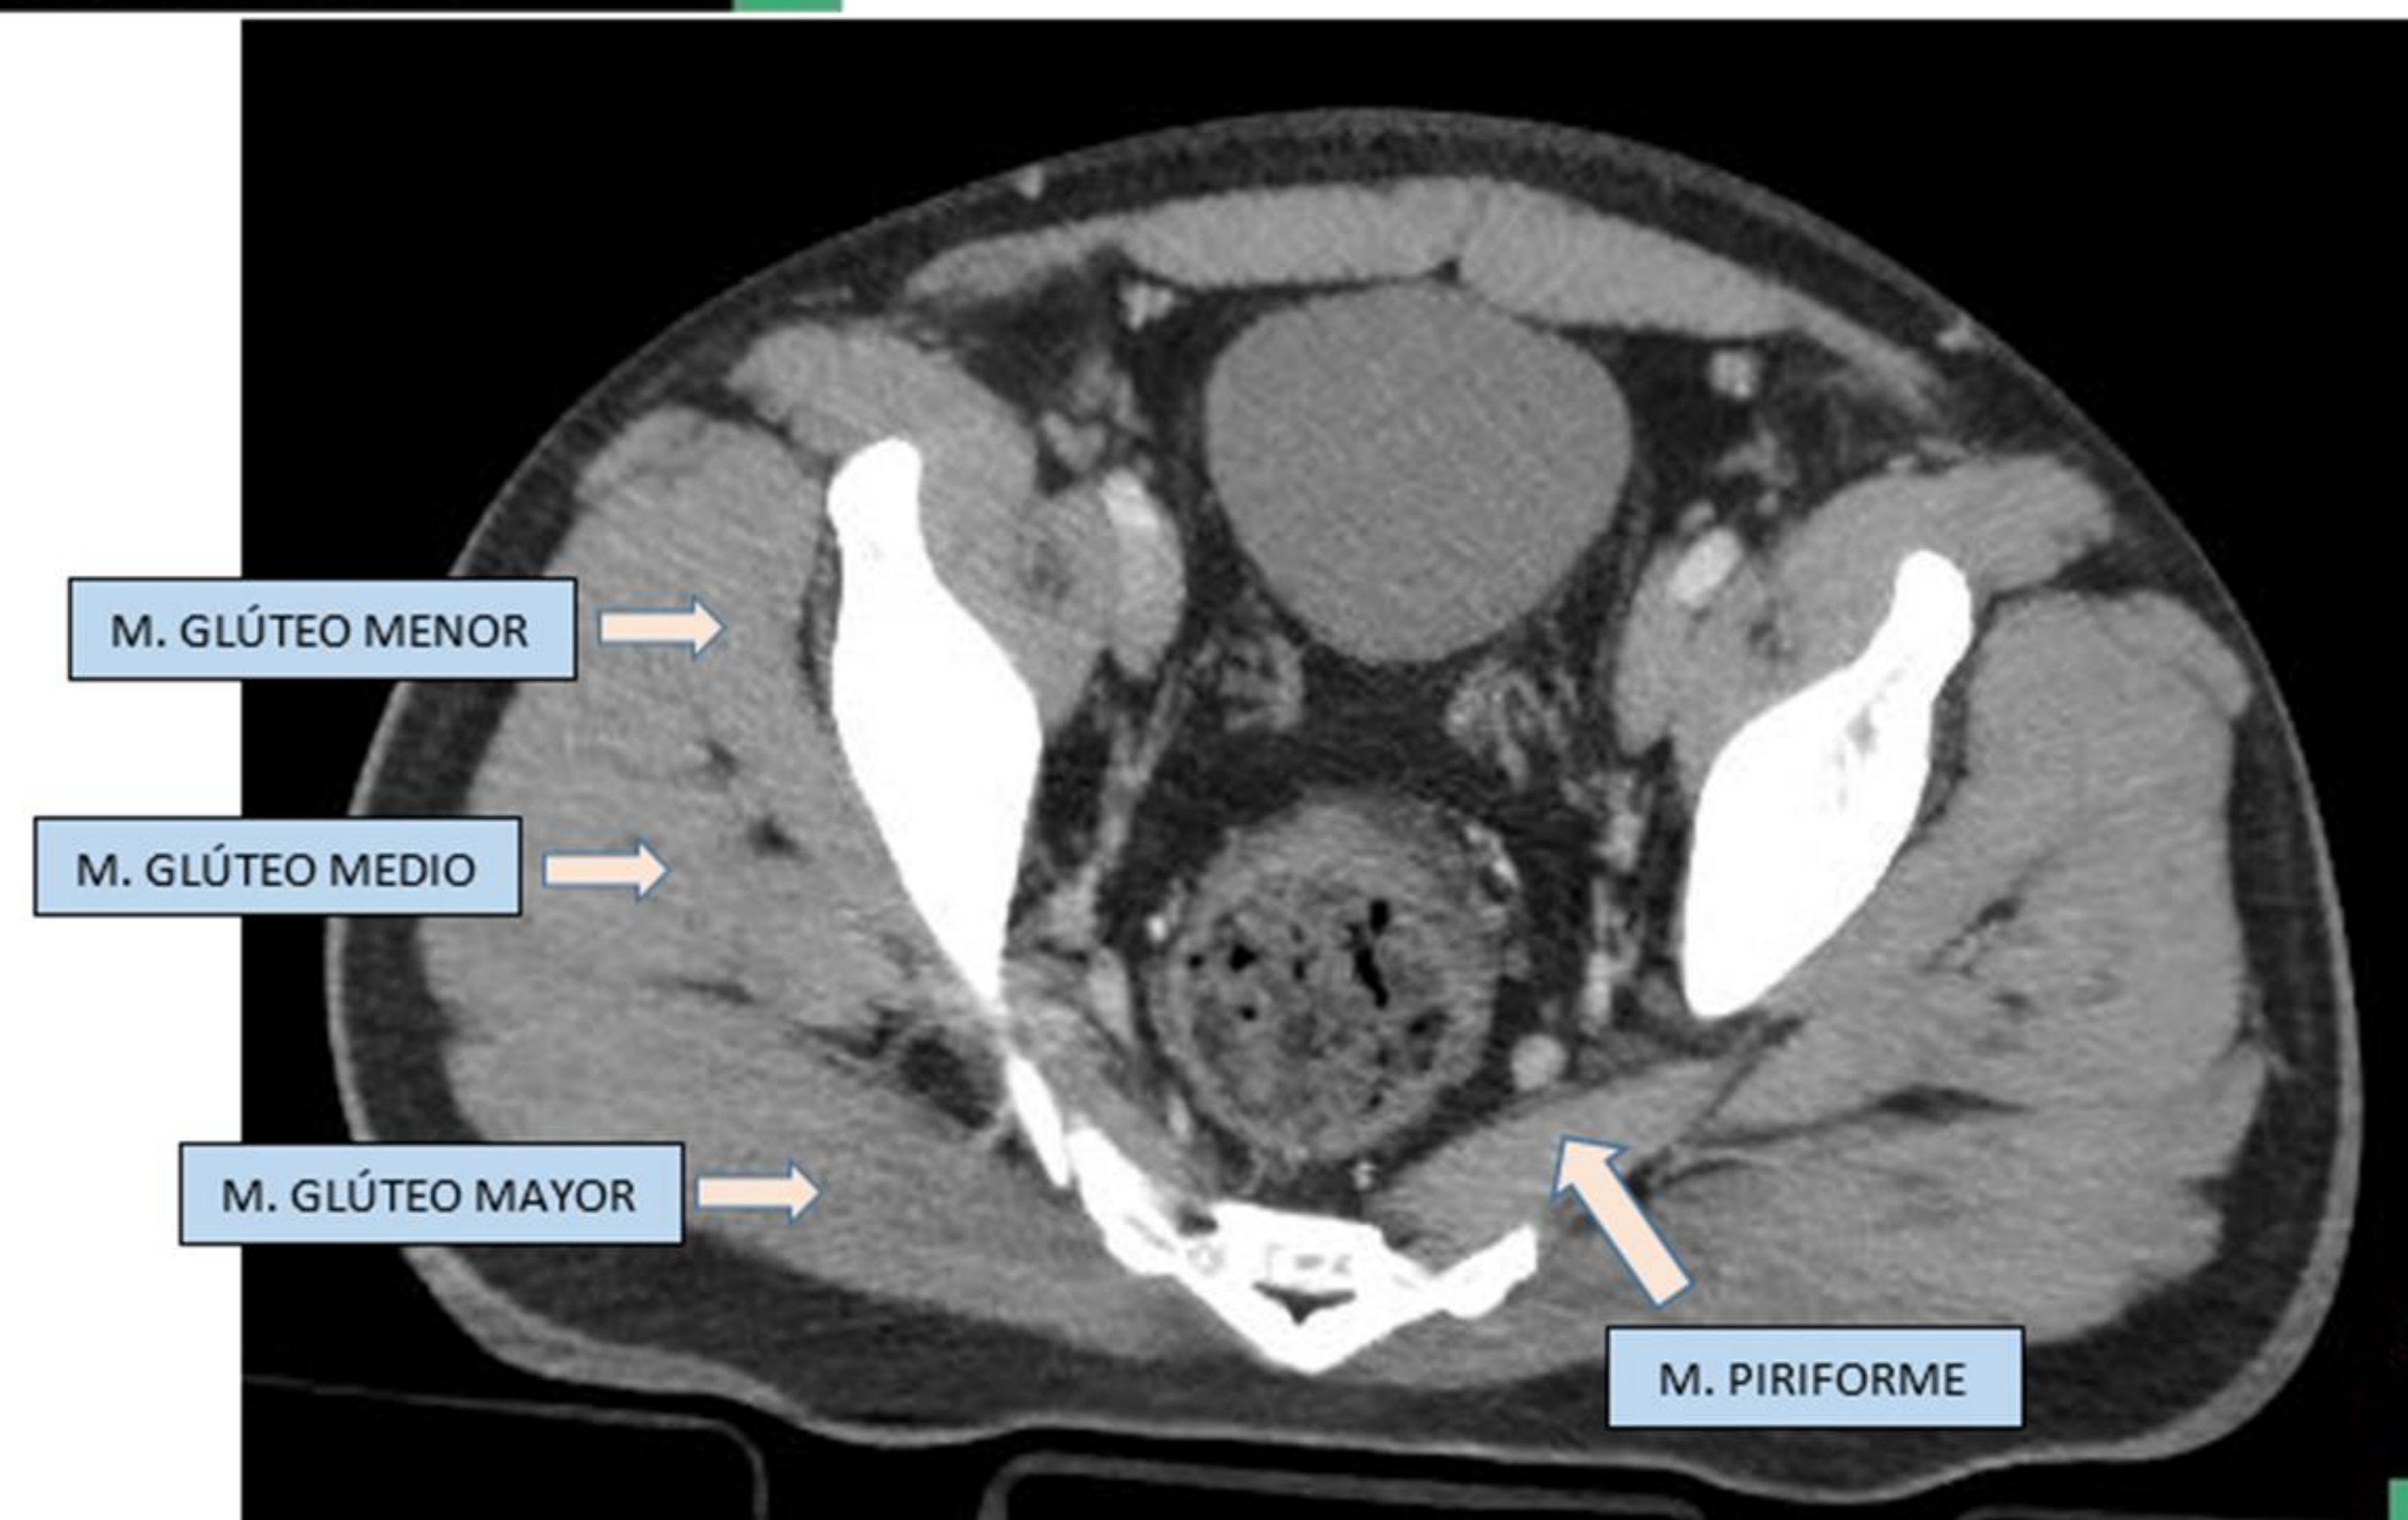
Corte axial de TC donde se señalan los músculos de la región glútea.
